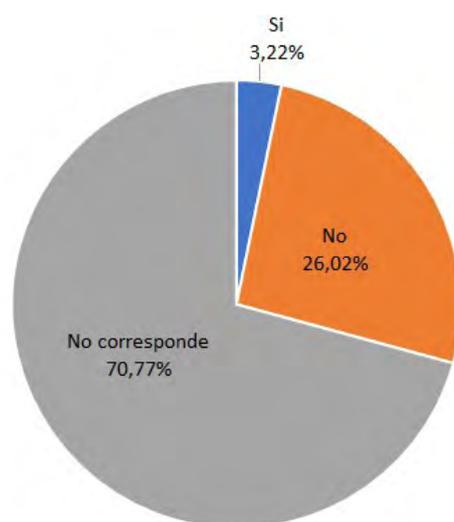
Ecografía para detección de aneurisma de aorta abdominal.
